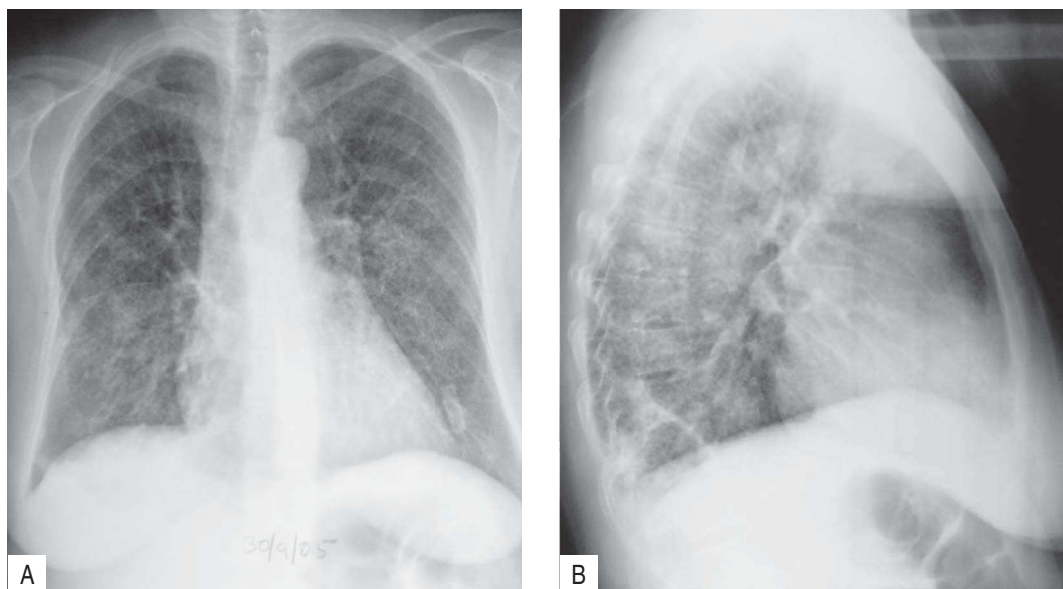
Telerradiografia PA do tórax (A) e perfil (B), cinco meses após o início da apresentação das queixas
